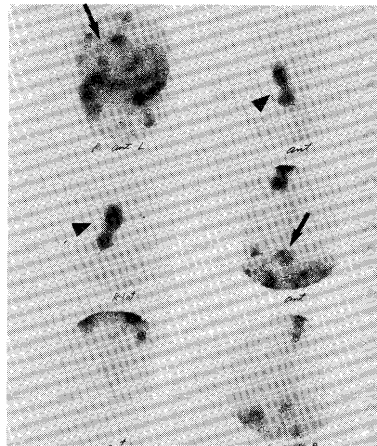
Spot images obtained 48hours after intravenous injection of ^{67}Ga -citrate. The right neck mass shows intense concentration of gallium due to involvement of lymphoma (arrow heads). Also, multiple focal accumulations of gallium in the liver are seen (arrow). These were nodular involvements of the liver confirmed by X-ray CT study, ultrasonography and liver scintigraphy.
